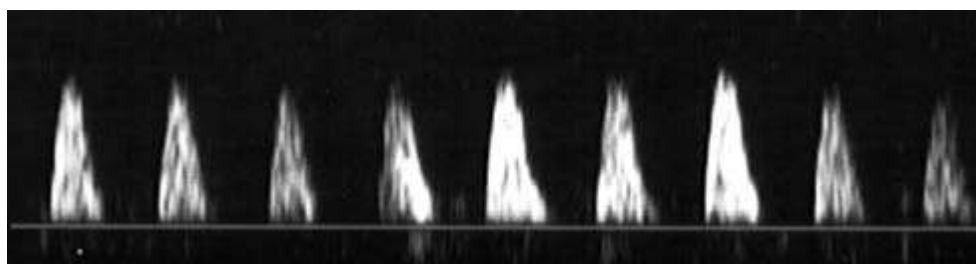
Doppler ombilical anormal. Diastole nulle.
